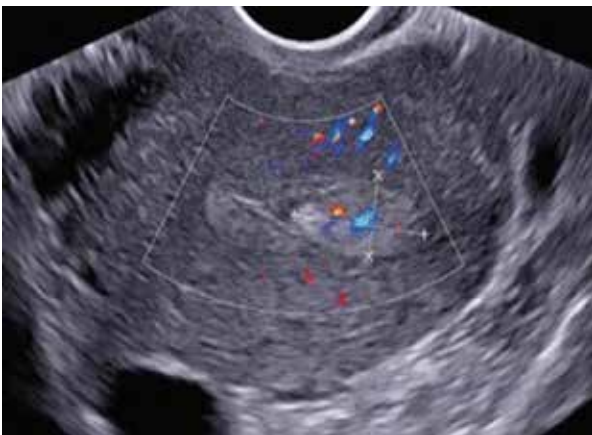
Ultrassonografia com Doppler: pólipo endometrial sólido, hiperecogênico, homogêneo, com pedículo vascular.¹⁶
